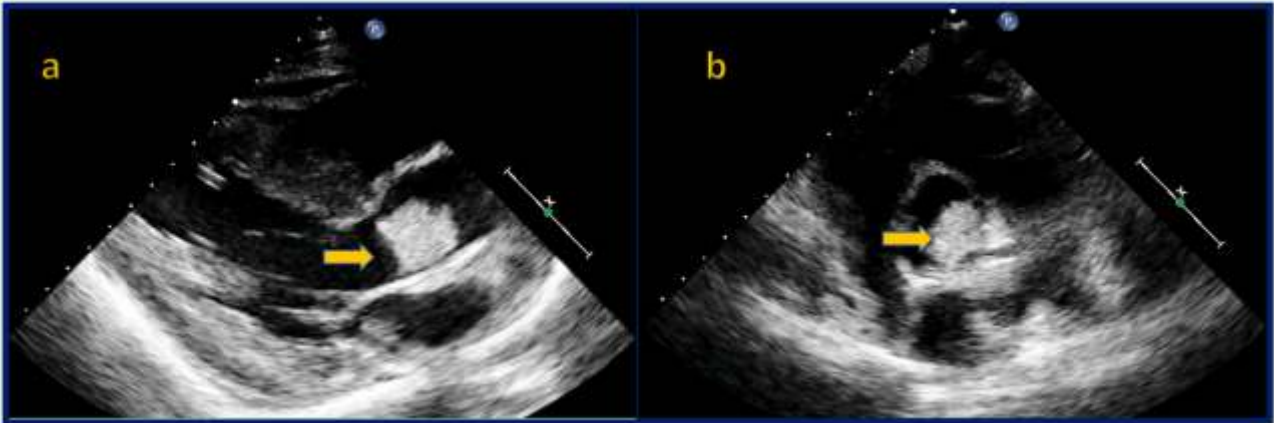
Ecocardiograma transtorácico. a – Janela paraesternal eixo longo, presença de vegetação na válvula aórtica (seta). b – Janela paraesternal eixo curto demonstrando vegetação na válvula aórtica (seta) causando obstrução da valva. Ao – aorta, VE – ventrículo esquerdo, VD – ventrículo esquerdo.
